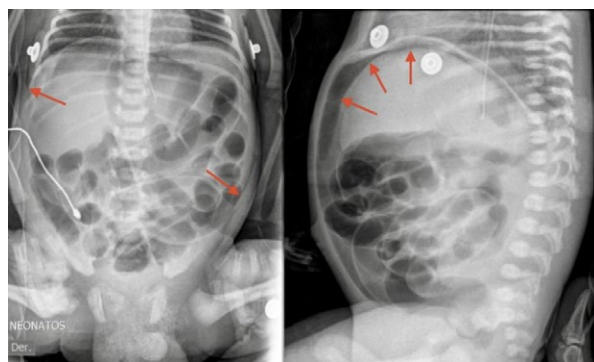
Radiografía de abdomen en proyecciones anteroposterior (izquierda) y lateral (derecha) que evidencia abundante neumoperitoneo. Las flechas rojas señalan la acumulación de aire libre subdiafragmático y anterior a las asas intestinales, hallazgos sugestivos de perforación de víscera hueca.
